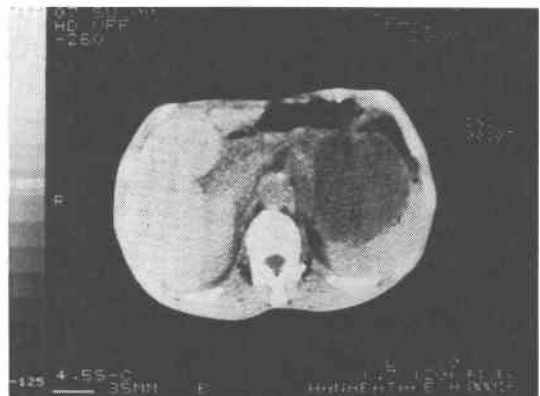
腹部CT像。膵と連続を有するcystic componentを主体とする壁不整な腫瘤を認める。
